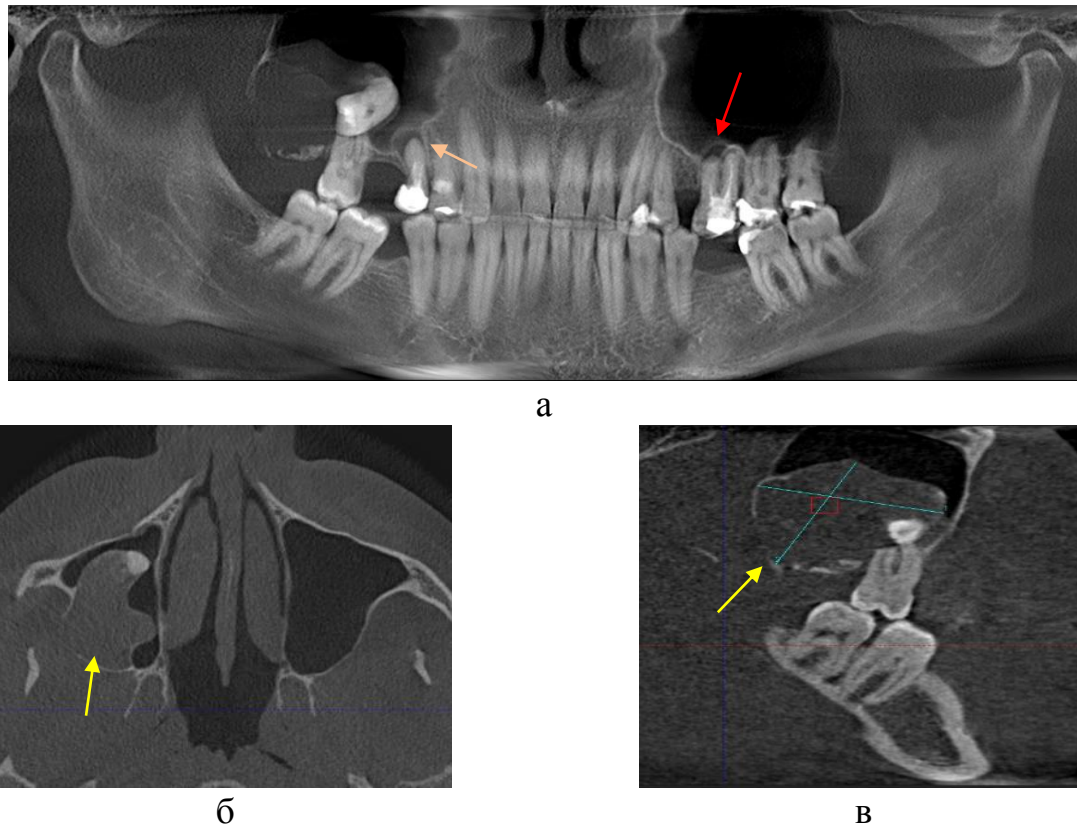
Реконструированная КЛКТ. При анализе данных, полученных при рентгеновской объёмной 3D томографии определяется частичная вторичная адентия - отсутствуют 1.6, 2.4, 4.6, 3.6 зубы. Зубы 1.5, 2.6 - после эндодонтического лечения.
